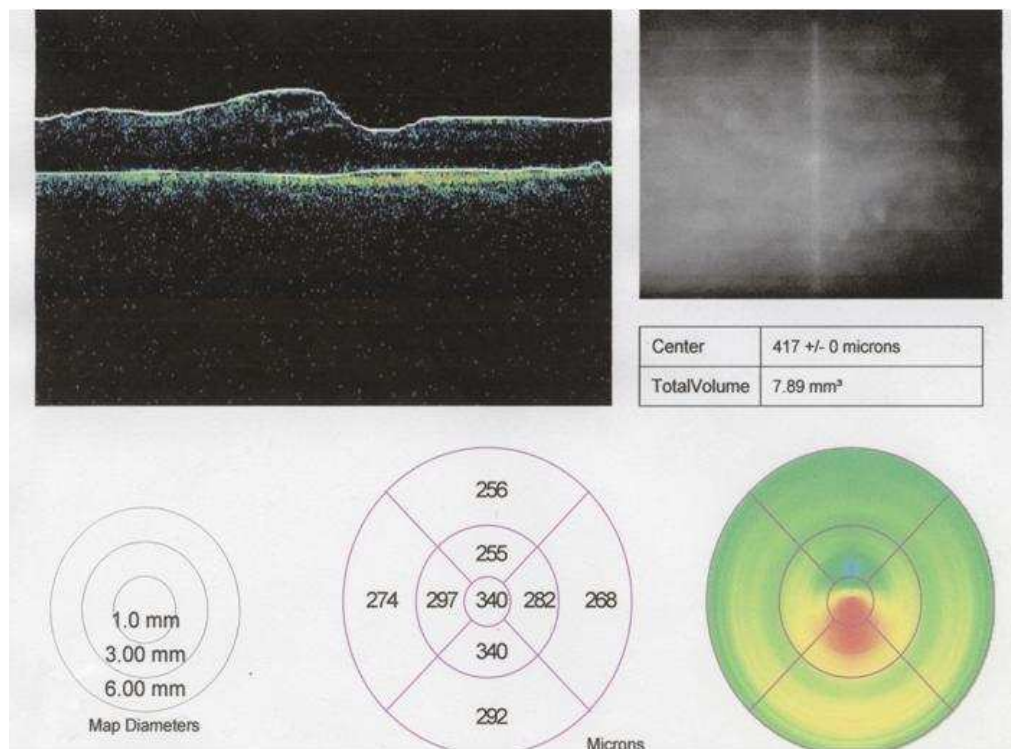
Caso clínico nº 3. Análisis diagnóstico mediante imágenes de tomografía óptica coherente, evaluadas de manera previa a la intervención.
